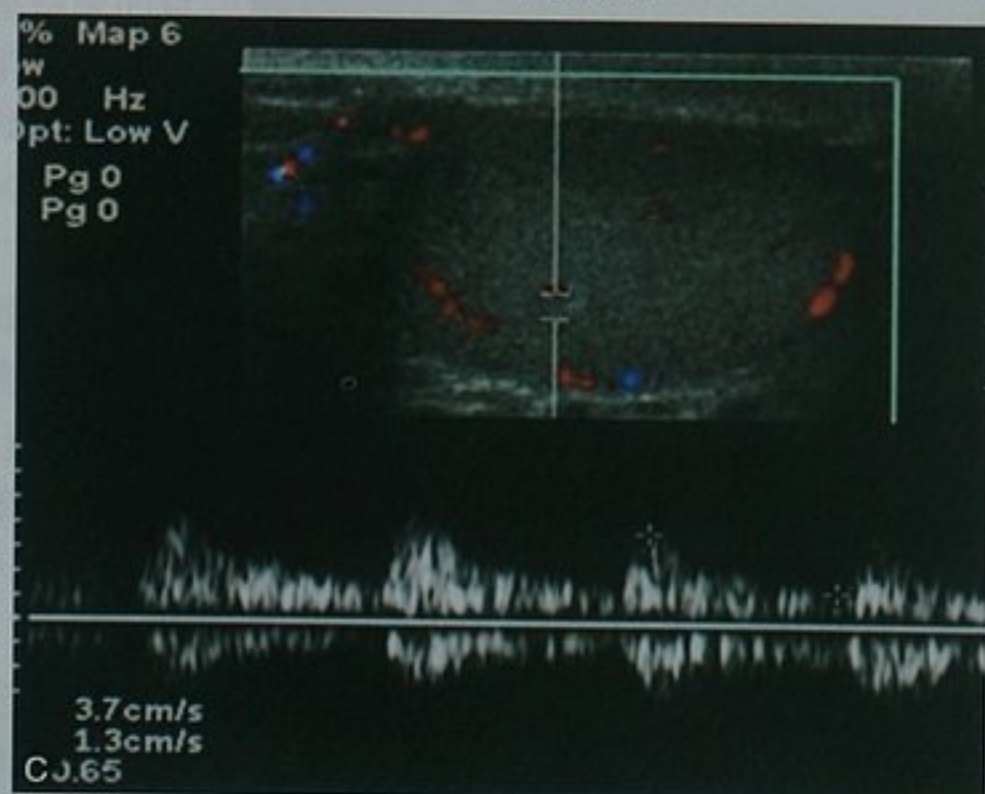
超声评估睾丸动脉血流。A. 横断位超声图像结合彩色多普勒图像显示纵隔动静脉; B. 彩色多普勒图像显示包膜动脉及其向心性分支; C. 频谱多普勒图像显示一个正常低阻波形
